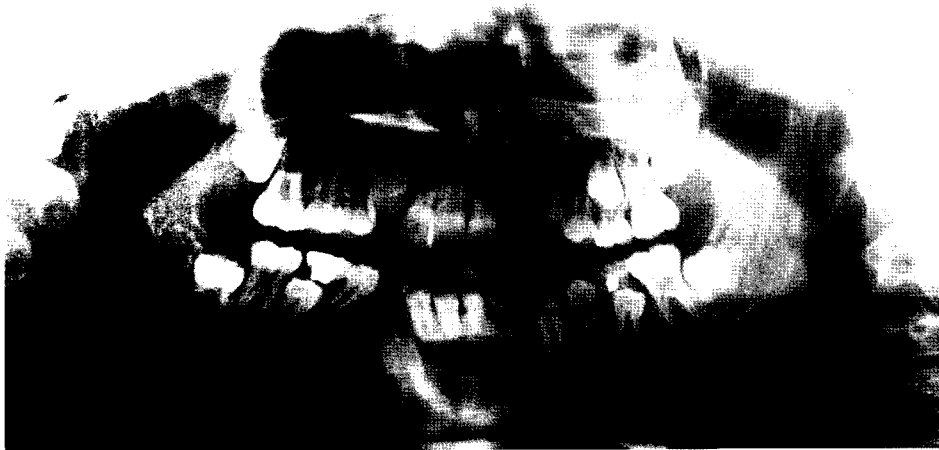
Panoramic radiograph shows unilocular lesion with the displacement of the adjacent teeth.
